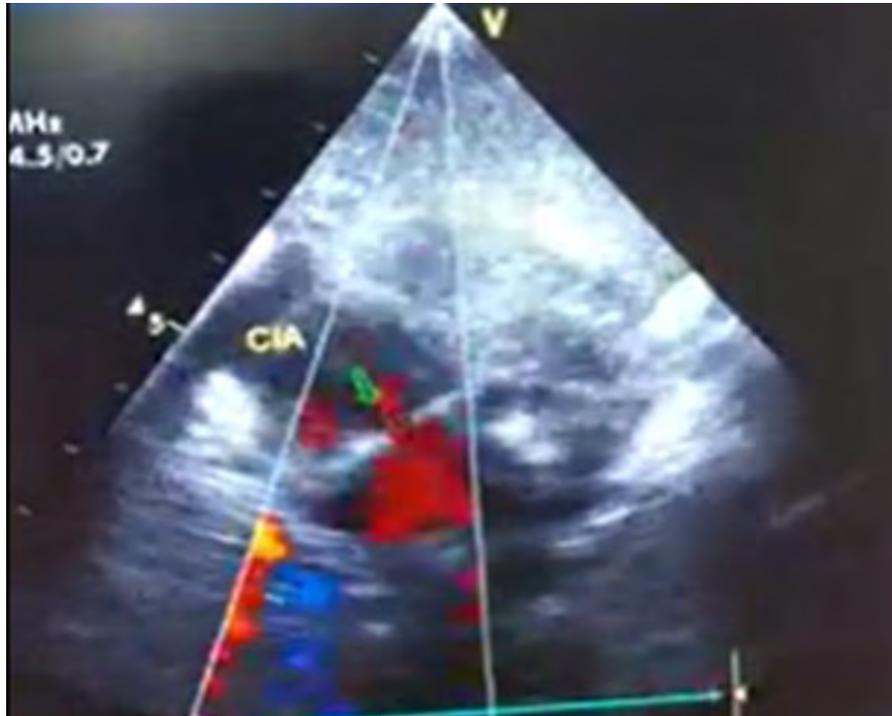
Ecocardiograma Doppler (Primer Estudio): Comunicación interauricular (CIA) tipo ostium secundum (OS) de 3 mm.
